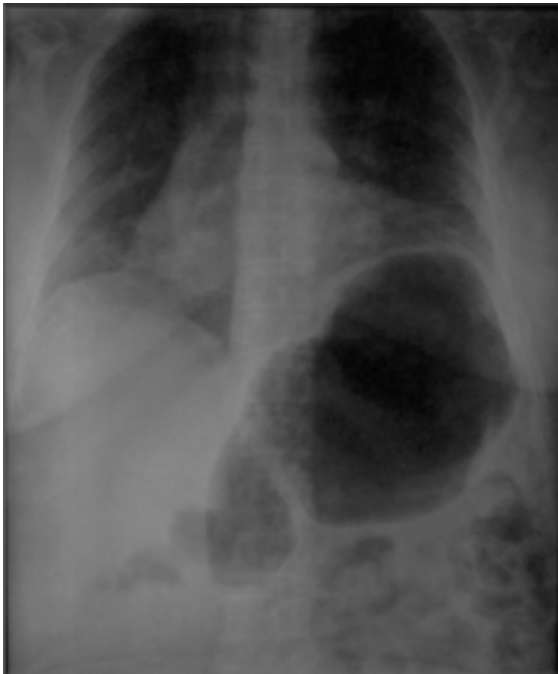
Radiografía de tórax de seguimiento, donde se observa elevación del hemidiafragma izquierdo, por dilatación importante de la cámara gástrica, no evidente en la radiografía previa.
